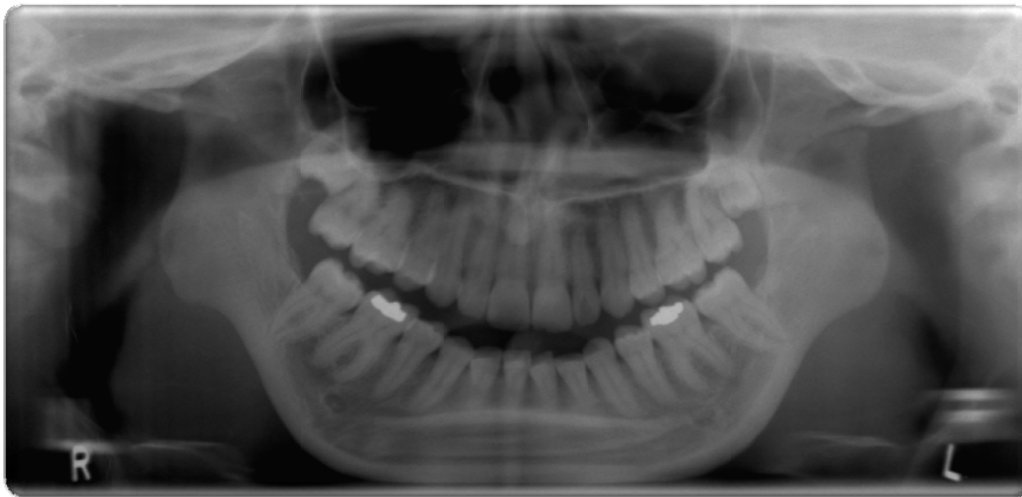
Radiografia panorâmica de paciente portador de artrite reumatóide. Ver destruição da cabeça da mandíbula.
